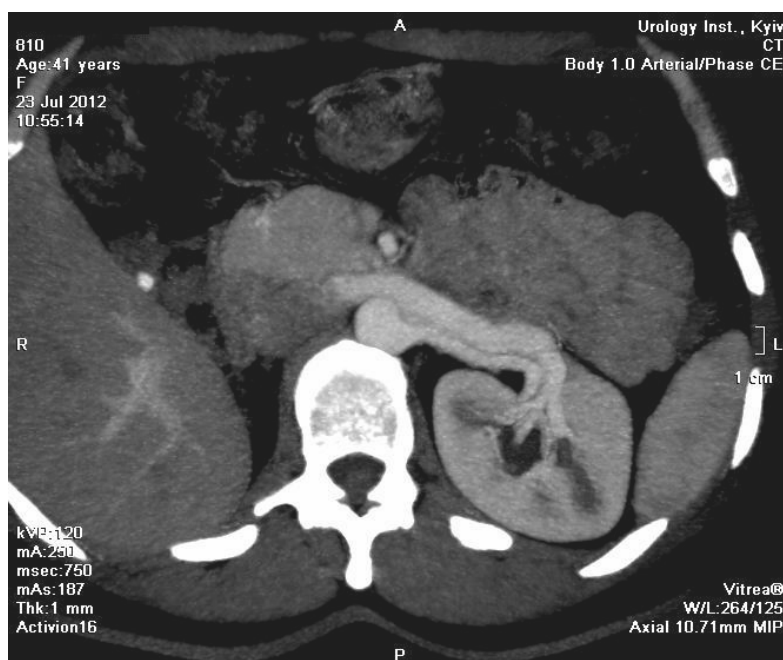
КТ з контрастним підсиленням: єдина ліва нирка
